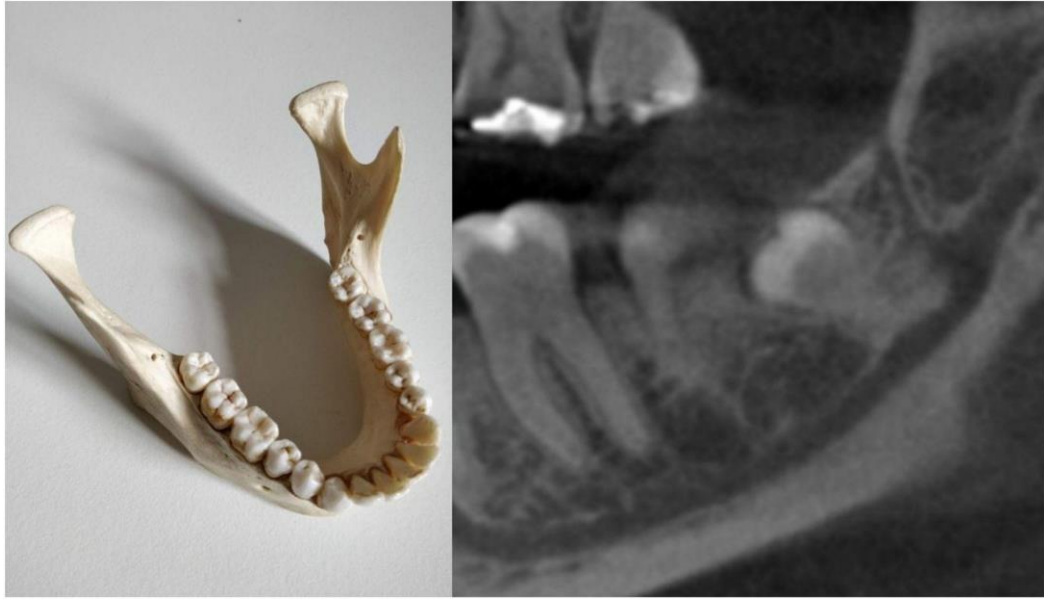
Observación macroscópica del foramen retromolar y vista sagital del canal retromolar en tomografía computarizada de haz cónico. (Moreno Rabie, 2019)
